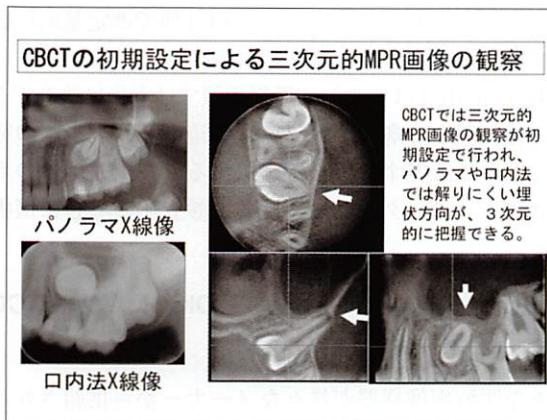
歯科用コーンビームCTの三次元的な画像表示例。骨梁パターンが詳細に観察できることに注目。
